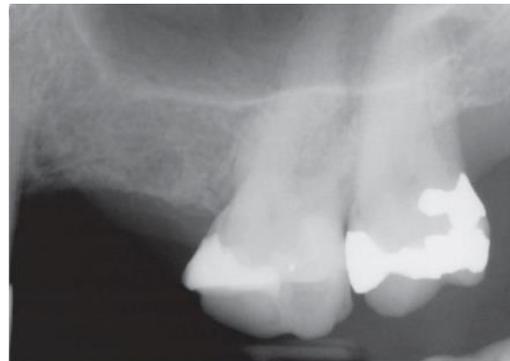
Radiografía de control post-preservación alveolar de OD 25 y 24.<sup>3</sup>
